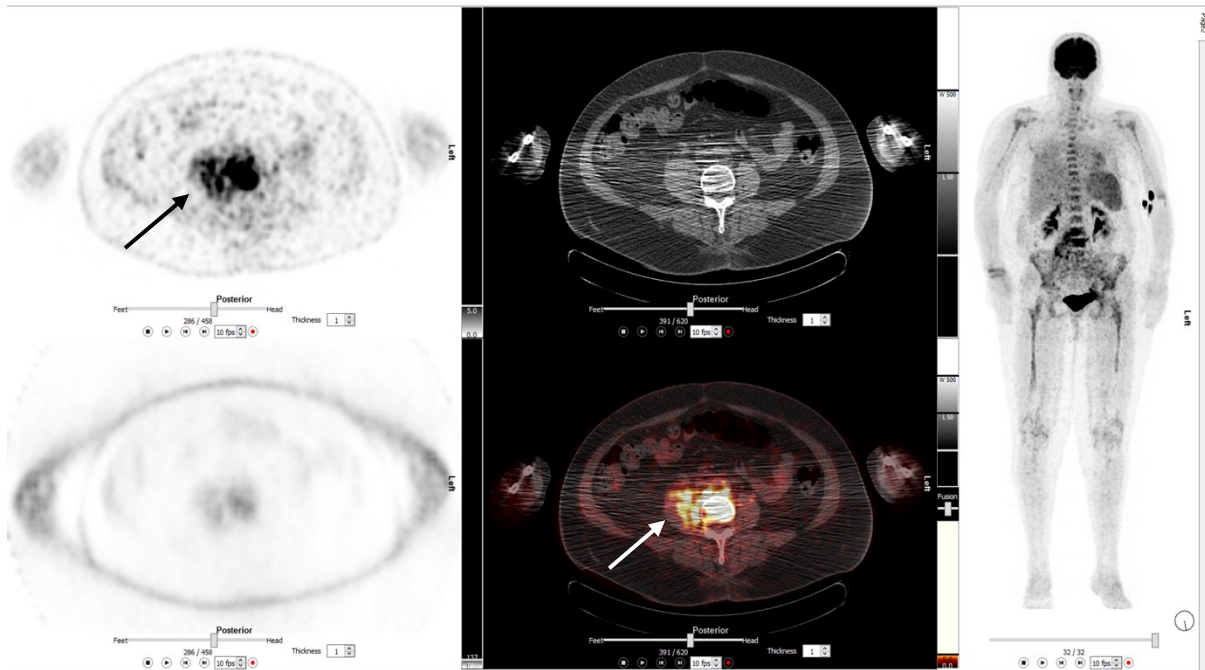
Eine 54-jährige Frau mit lumbalen Schmerzen und Fieber. FDG-PET-CT (A: PET, oben mit Schwächungskorrektur; B: CT oben, Fusionsbild unten; C: MIP) zeigt FDG-Anreicherung in LWK 3-4 mit paravertebalem Abszess und Beteiligung des M. psoas rechts (Pfeile). Diagnose: Spondylodiszitis mit Abszessbildung.
